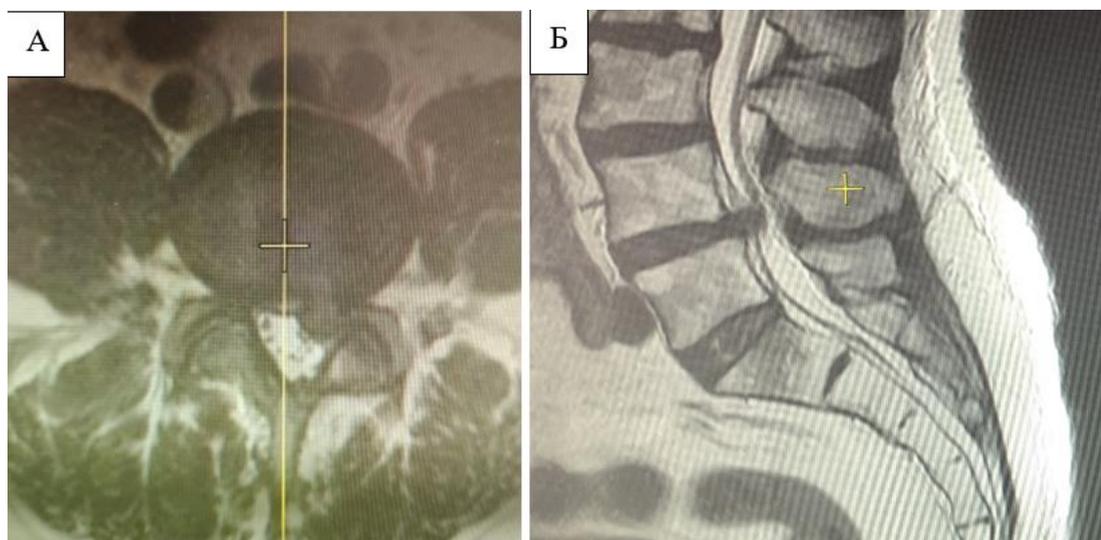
Предоперационная магнитно-резонансная томография. А – Аксиальная МРТ, показывающая латерально расположенную грыжу диска. Б – Сагиттальная МРТ, показывающая отсутствие изменений типа Modic-2
